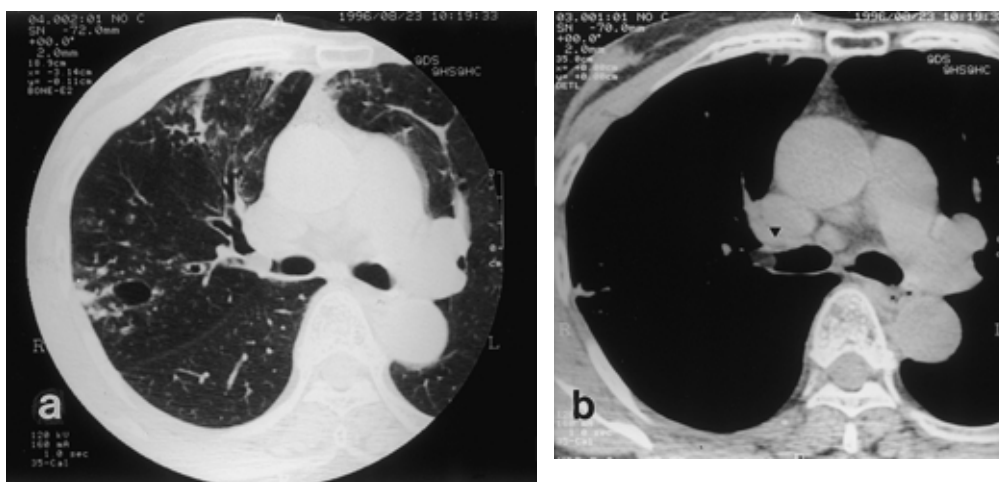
a, b Chest high resolution computed tomogram (HRCT) of the pulmonic window (Fig. 2 a) showed bronchiectatic change and a small, nodular, patchy infiltrative shadow in S² and S³. An intrabronchial elliptical mass with a low CT number (mean number : -144 HU), was noted in the right upper bronchus by HRCT of the mediastinal window(Fig. 2 b). Extrabronchial growth of the tumor was suspected due to an extrabronchial low density area in the ventral side of the bronchial tumor (arrow head).
